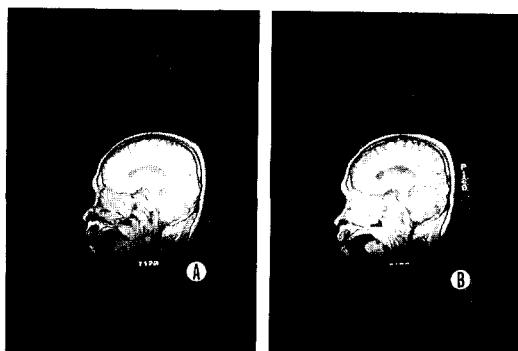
A) T₁-weighted sagittal MRI showing intermediate signal intensity soft tissue mass extend from the nasopharynx into the clivus.
